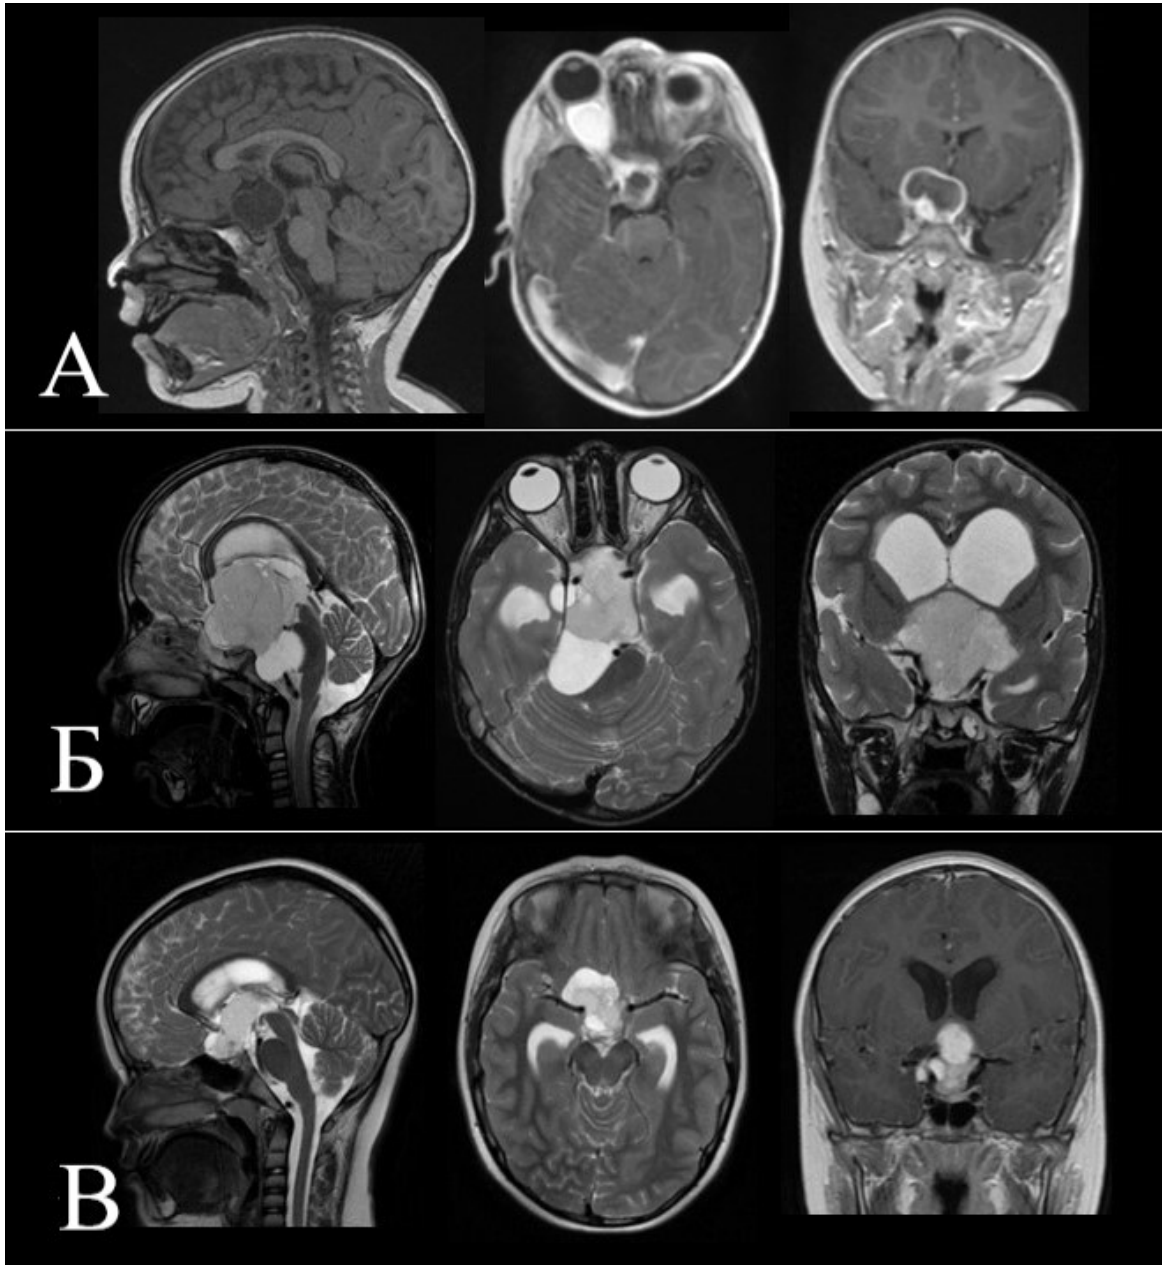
Данные МРТ головного мозга клинических наблюдений глиом хиазмы с вовлечением: А – левого зрительного нерва, Б – зрительного тракта с распространением в ЗЧЯ, В – зрительного тракта и гипоталамуса
